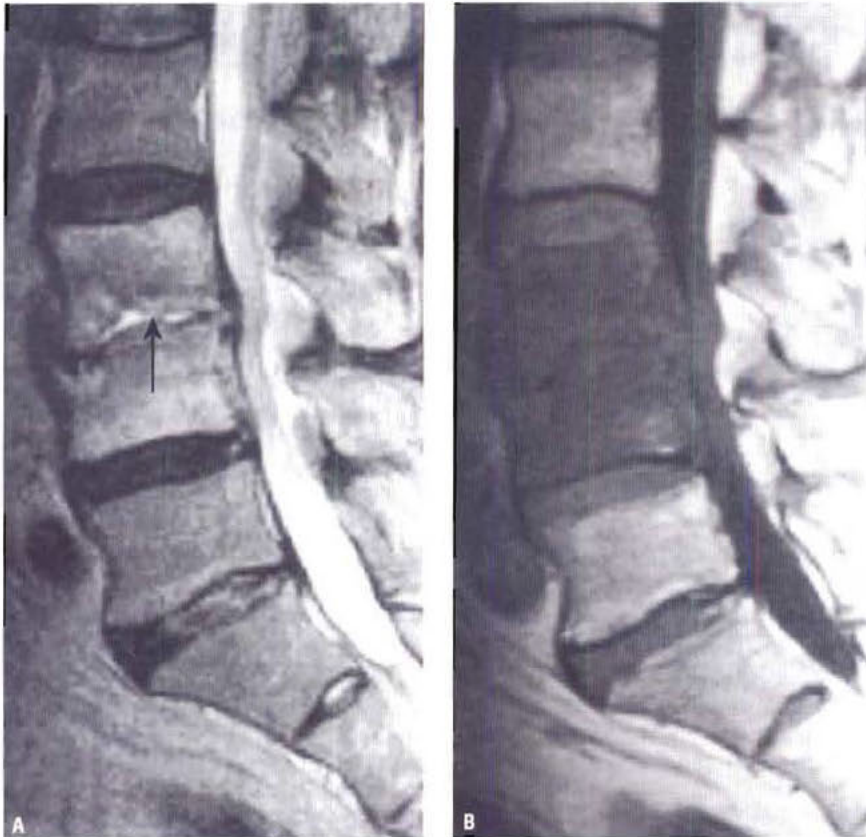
Discite lombaire après intervention pour hernie discale. Le disque est pincé sur l'IRM sagittale pondérée T2 (flèche) ; l'œdème des corps vertébraux adjacents apparaît en hypersignal en séquence T2 (A) et en hyposignal sur la séquence T1 (B).
